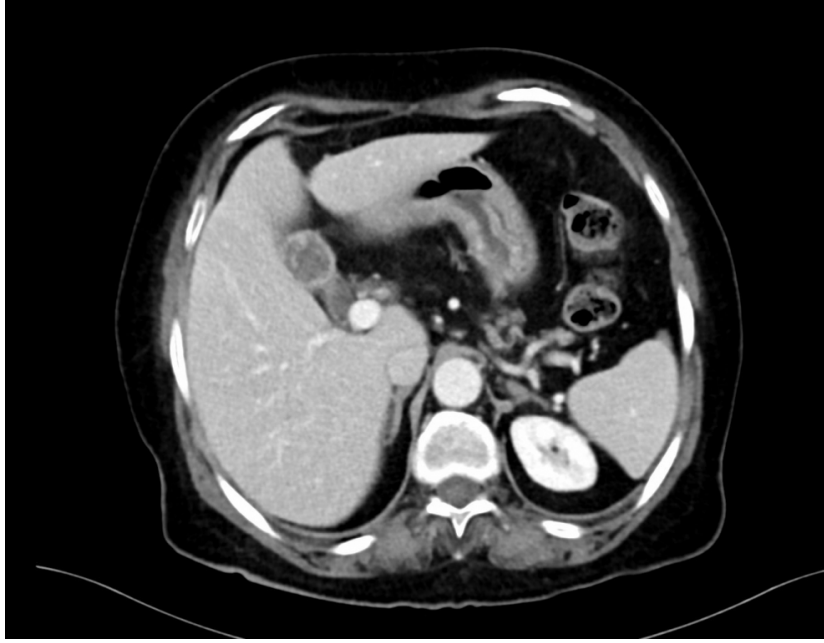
İşlem sonrası 8. gün BT görüntüsü.
